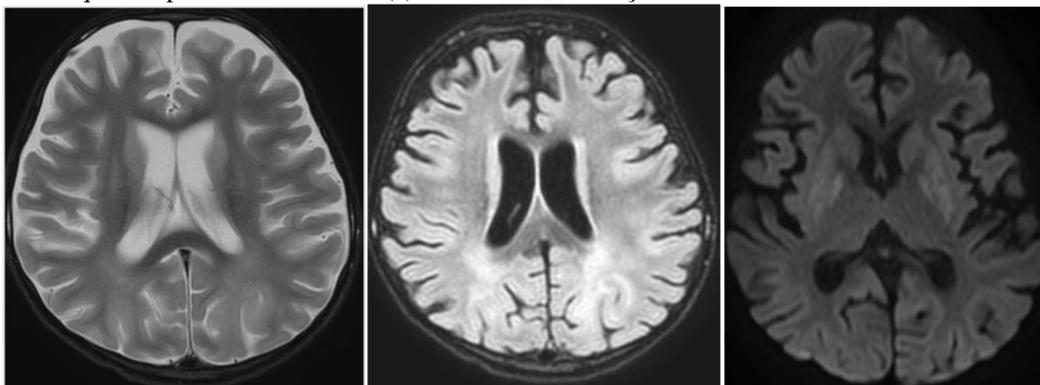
Imagens de ressonância magnética (RM) do crânio em cortes axiais, mostrando hipersinal na substância branca na sequência DWI (a) e hipossinal correspondente no ADC (b) nesta topografia, caracterizando restrição a difusão. Vê-se ainda hipersinal da substância branca na sequência ponderada em T2 (c), notadamente nas regiões parietais.
